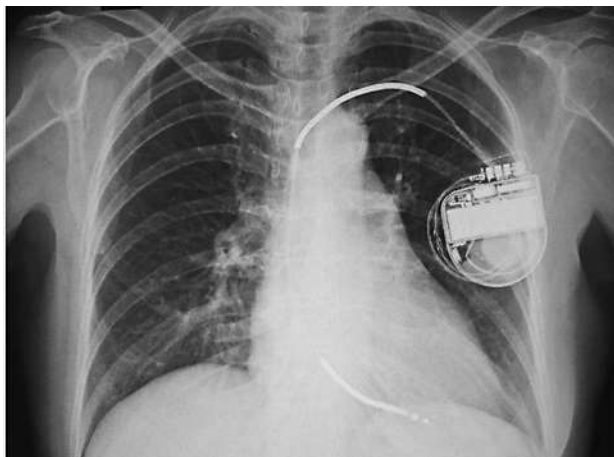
Рентгенологическое исследование органов грудной клетки
